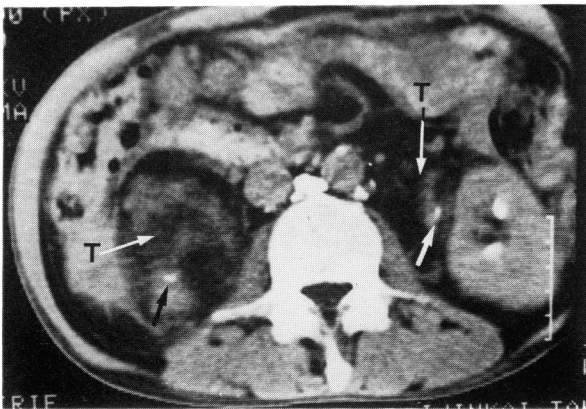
CT on the level of the lower pole of the left kidney shows bilateral retroperitoneal masses (T→) which encased the ureters (arrows)
